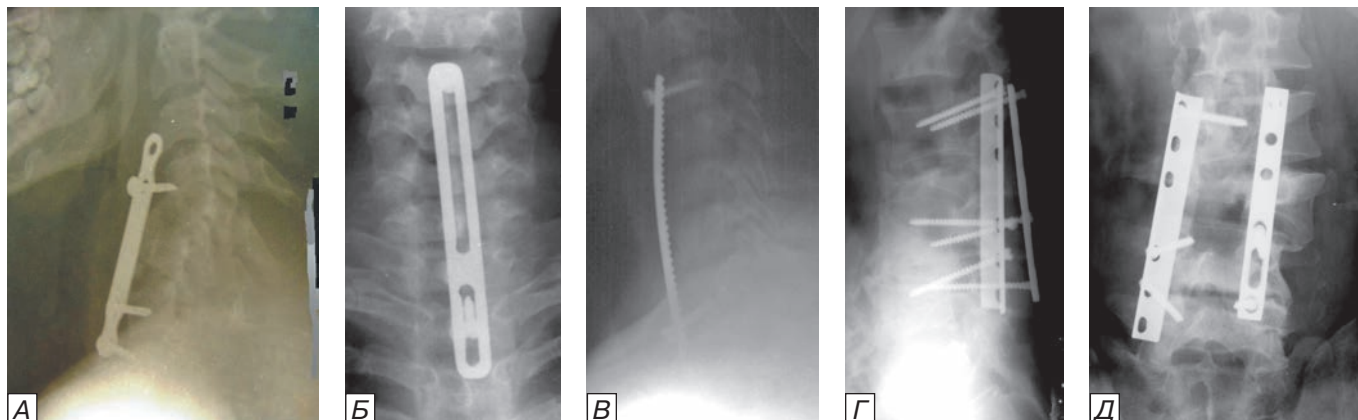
Применение несертифицированных имплантатов для фиксации позвоночника: рентгенограммы шейного отдела позвоночника в боковой (а), прямой (б) и боковой (в) проекциях — фиксация позвонков произведена подручными средствами, что привело к несостоятельности фиксации — на рентгенограмме (а) — смещение костного трансплантата вместе с пластиной и винтами, на снимке (в) — выпадение нижнего винта; г) рентгенограмма поясничного отдела позвоночника в боковой и д) прямой проекциях: попытка фиксации перелома L3 позвонка по Рой-Камиллу подручными пластинами — несостоятельность фиксации.
